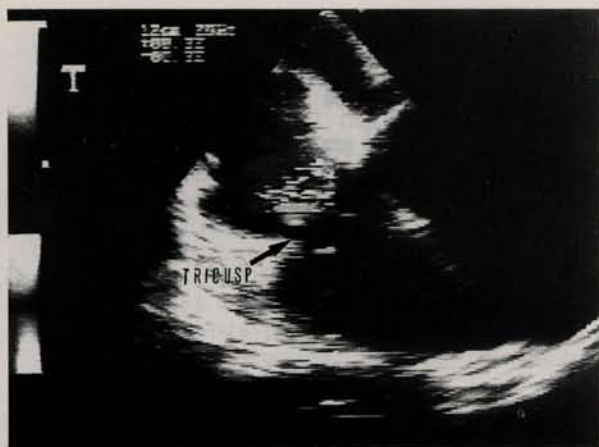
Ecocardiograma bidimensional mostrando corte apical. Quatro câmaras demonstrando a vegetação em valva tricúspide.
